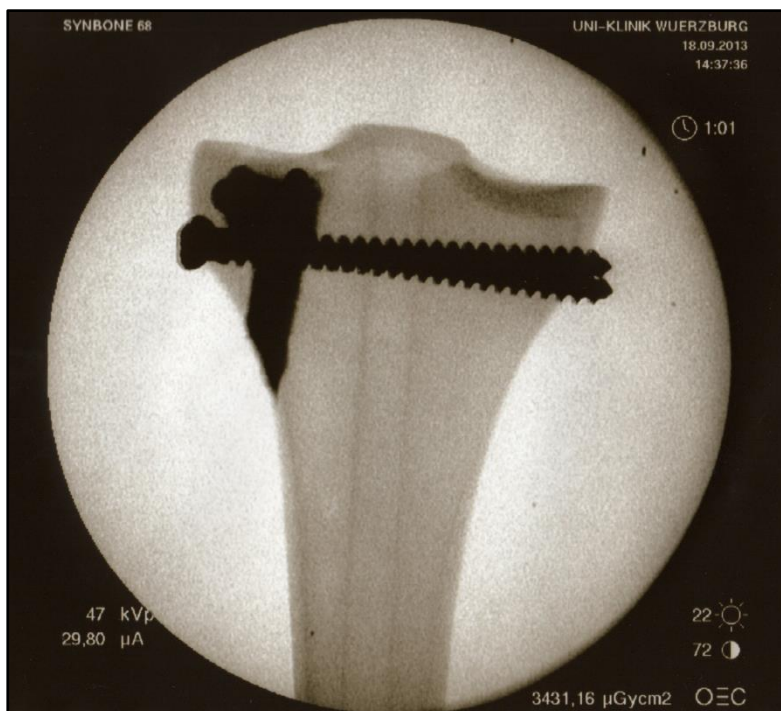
Das Röntgenbild zeigt einen Knochen aus der Versuchsgruppe 2. Der Knochendefekt ist vollständig bis unter das Tibiaplateau aufgefüllt.
